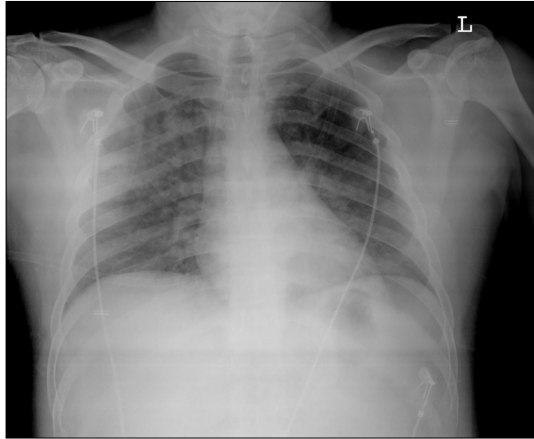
Immediate-postoperative chest radiography. Bilateral pulmonary congestion evident of pulmonary edema is noted.
